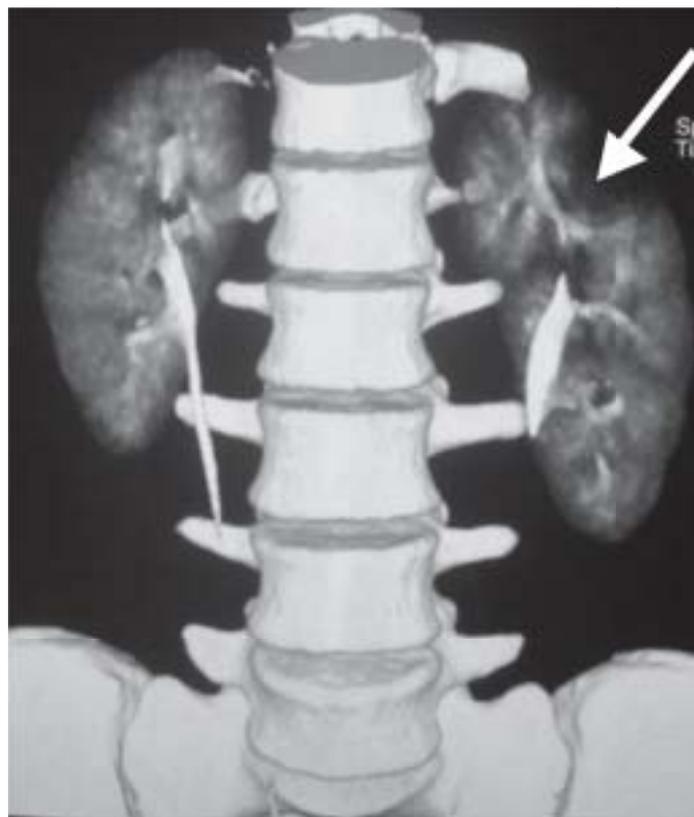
Мультиспиральная компьютерная томография с 3D реконструкцией. Стрелкой обозначена киста верхнего полюса левой почки (фронтальный срез, паренхиматозная фаза).
